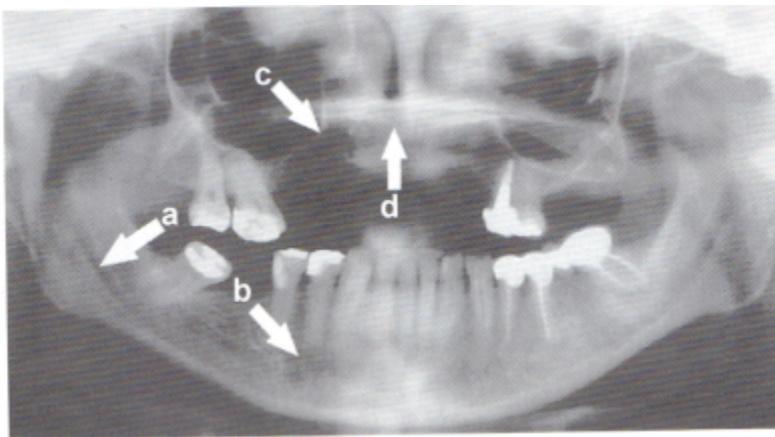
Radiografía panorámica. Las estructuras anatómicas que se deben considerar en mandíbula. Conducto dentario (a). Foramen mentoniano (b). En la maxila, paredes laterales y piso de los senos maxilares (c) . Piso de la cavidad nasal (d).
